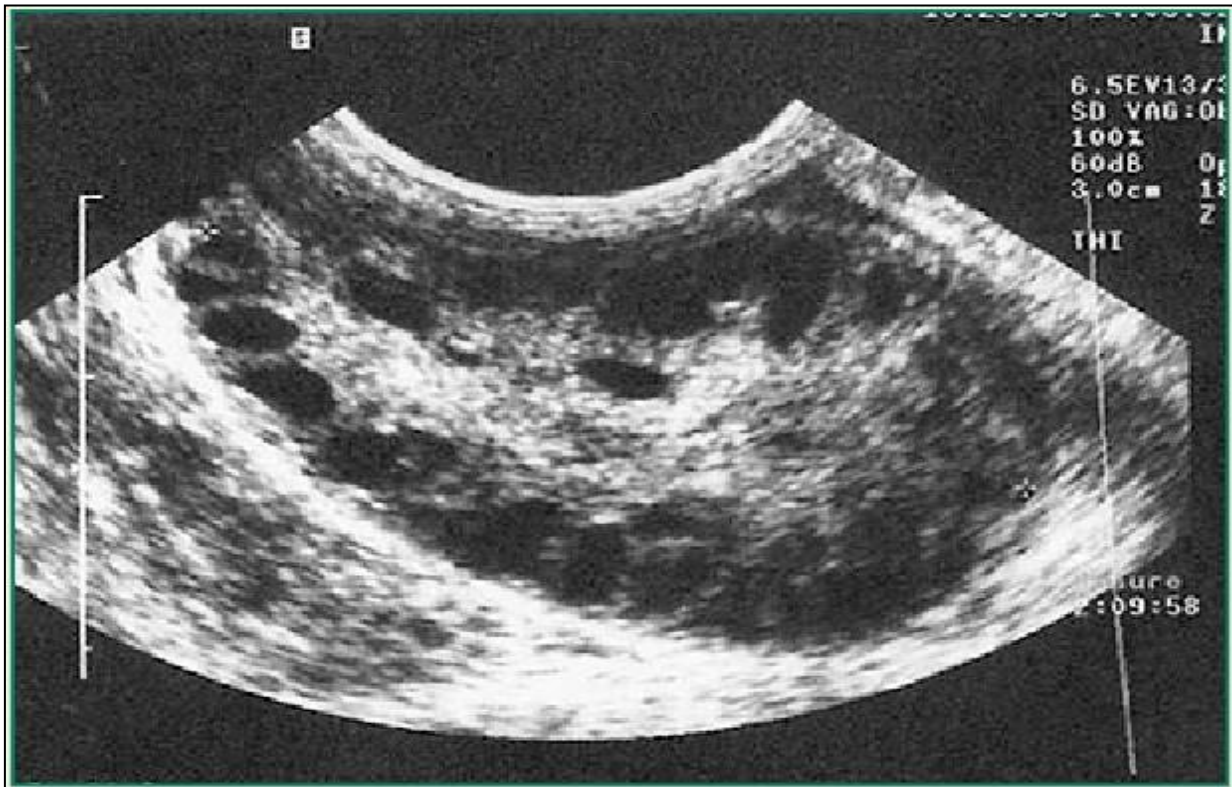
Image échographique d'un ovaire polykystique typique (Combes et al., 2014).
